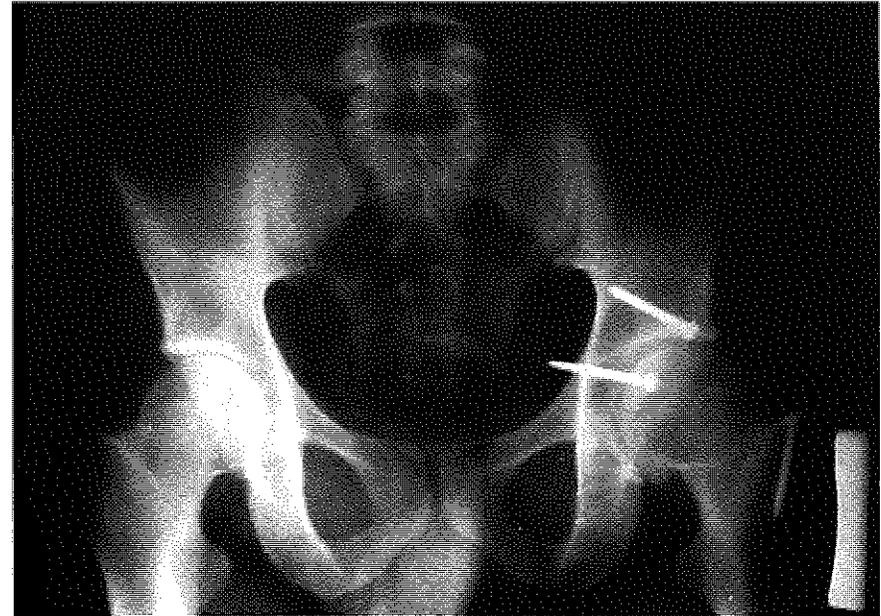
Caso V, D.F.. Risultato radiografico a 6 anni di distanza dell'intervento: Buono. Risultato funzionale: ottimo.
